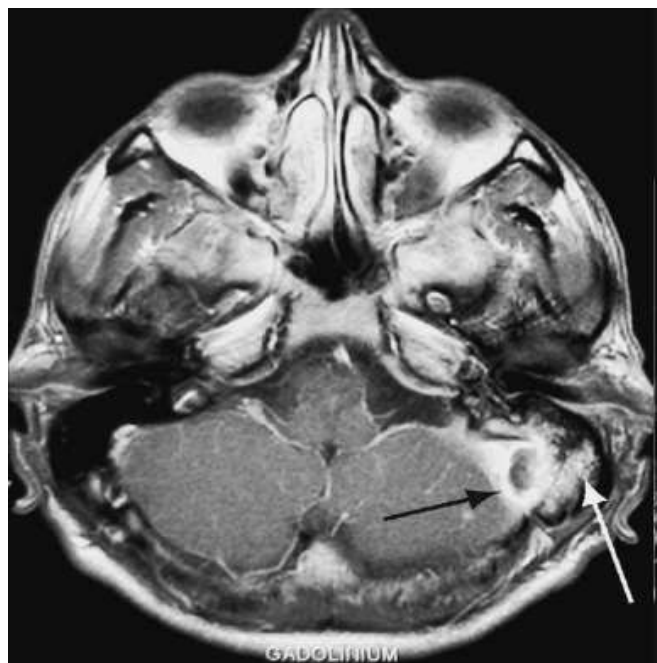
IRM cérébrale séquence T1 avec injection de gadolinium montrant une Thrombophlébite du sinus sigmoïde (flèche noire). [11]
